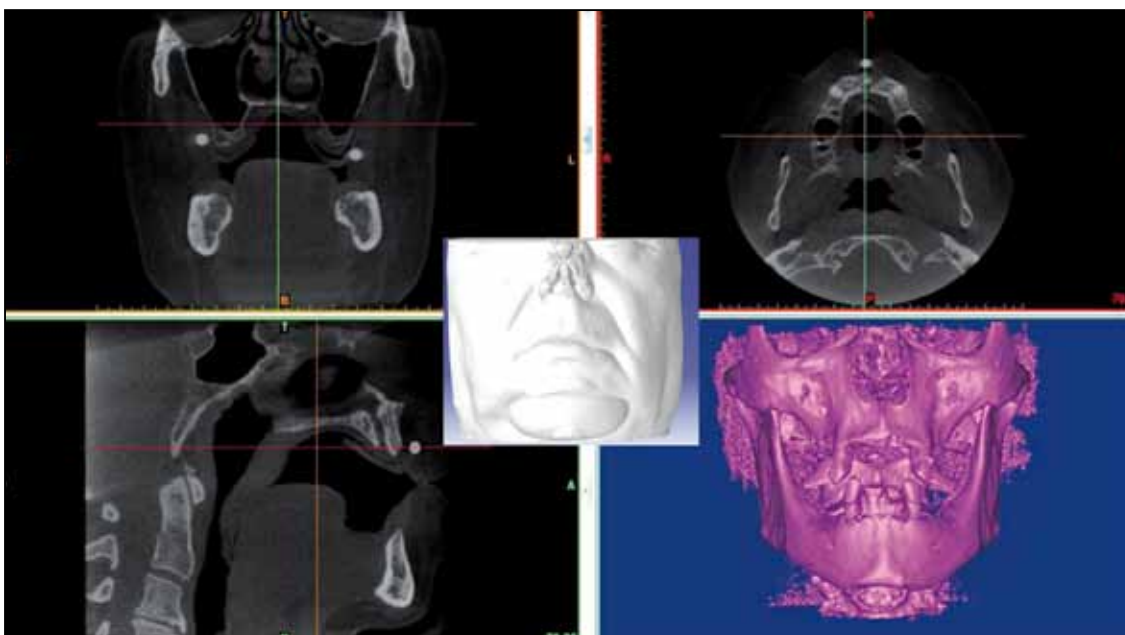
Visualizzazione TAC Cone Beam con tessuti duri e molli
